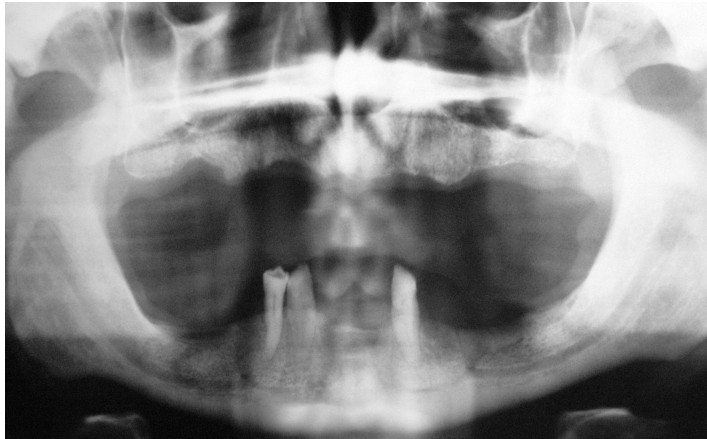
Ortopantomografia pre-operatoria delle arcate dentarie: si nota l'edentulia completa del maxillare superiore e l'edentulia parziale intercalata del maxillare inferiore.
